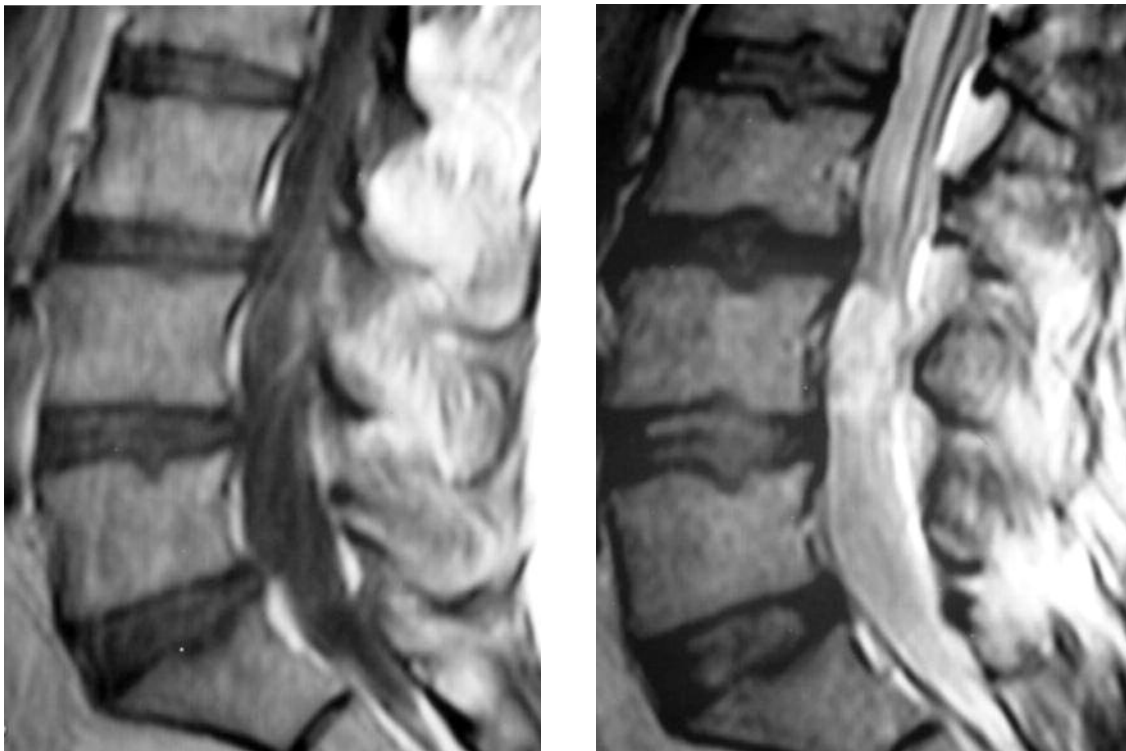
T1-weighted sagittal image demonstrating a hypo-signal intensity intradural extramedullary mass at the level of fourth lumbar vertebra (a), T2-weighted sagittal image demonstrating a high signal intensity mass (b). (Case-2)
